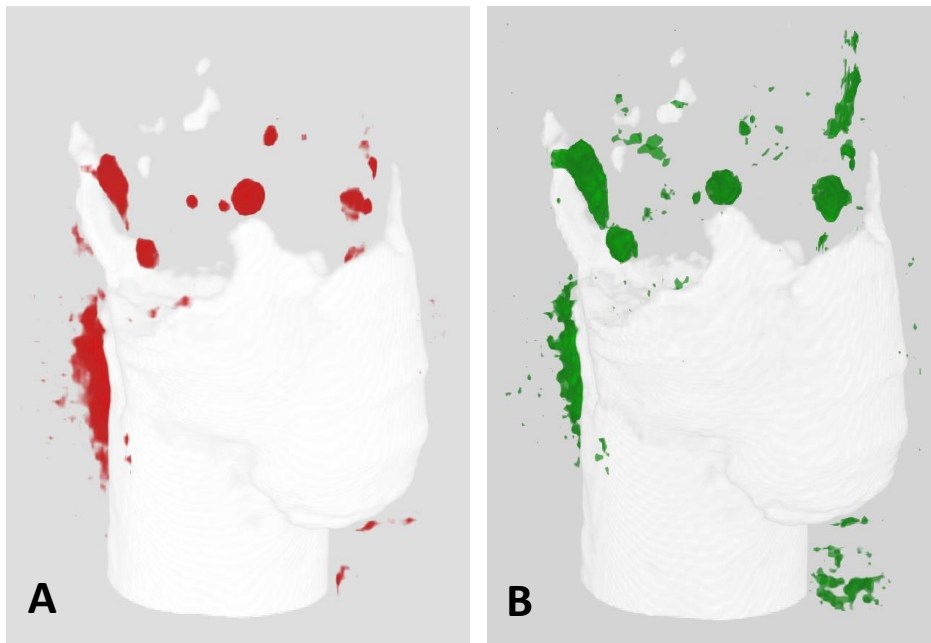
^{ED}: μ CT-Bilder einer Probe vor und nach der künstlichen Alterung
